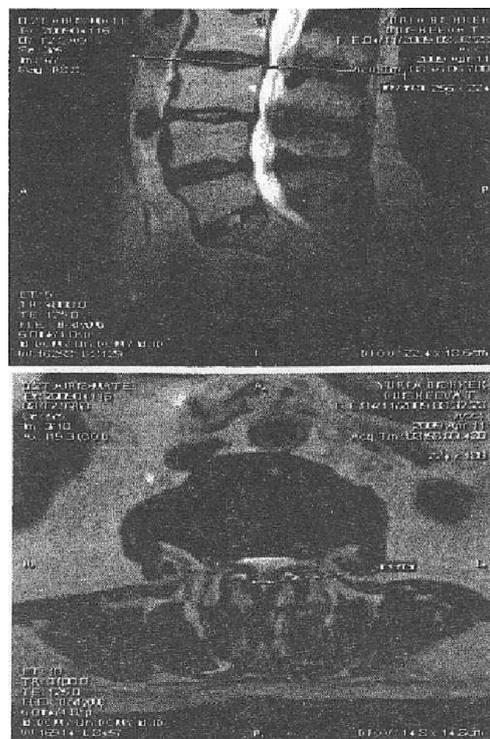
МРТ сагиттальная и аксиальная проекции: латеральный стеноз на уровне L2-L3-L4 ПДС, из-за гипертрофии желтых связок и дугоотросчатых суставов
